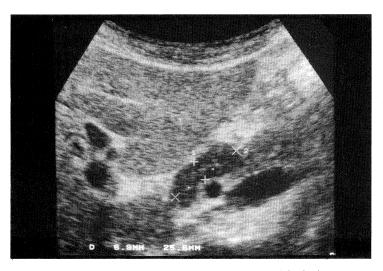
Abdominal Ultrasonography on Admission
